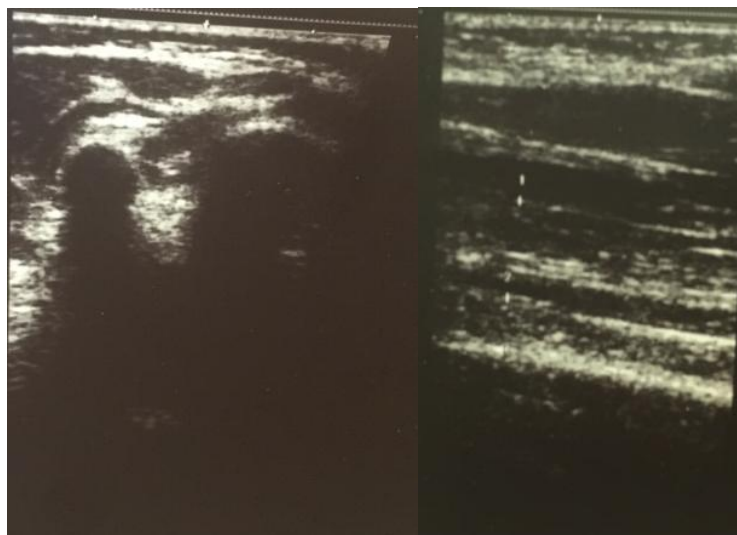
УЗИ мягких тканей предплечья у пациентки Т., 3 года, и/б 16/1485. Визуализируется соединительно – тканый тяж в продолжении гипоплазированной лучевой кости.
